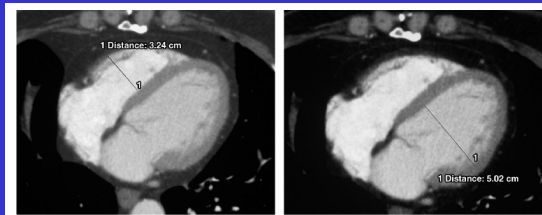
Measurement of the short axes of the RV and LV on axial CT pulmonary angiograms. (a) The short axis of the RV is measured at the level of the tricuspid valve from inner wall to inner wall at the widest point, which is typically in the basal third of the ventricle. (b) The short axis of the LV is measured at the level of the mitral valve from inner wall to inner wall at the widest point, which also is typically in the basal third of the ventricle. Note that the short axes of the RV and LV may be located at different axial CT levels.
